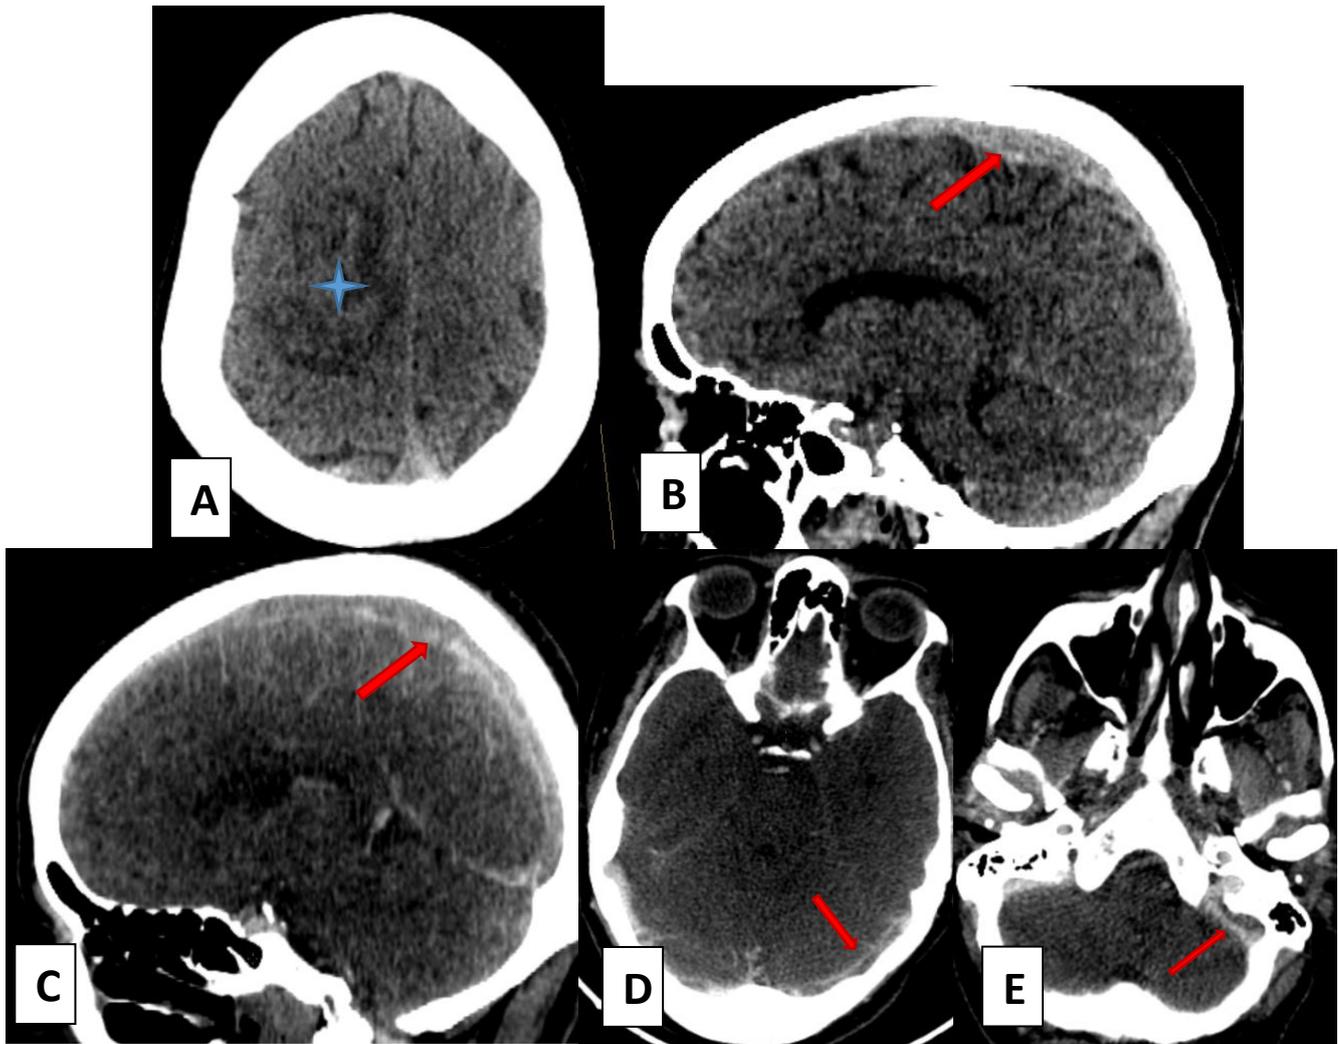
TDM cérébrale C- et C+ en coupes axiales et sagittales
